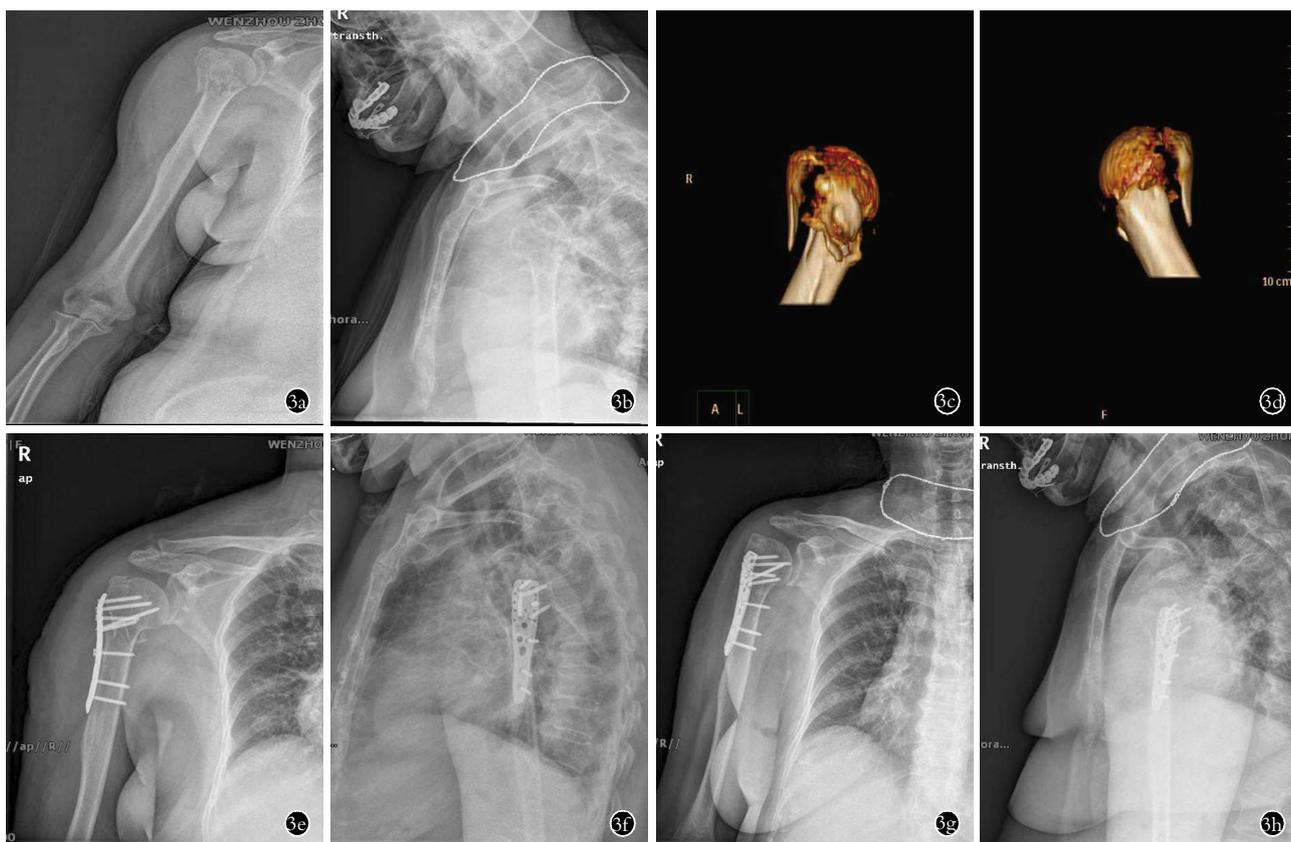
患者,女,72 岁,右肱骨近端骨折,Neer 分型 3 部分骨折,采用手术内固定法 3a,3b。术前正侧位 X 线片示右肱骨近端骨折,Neer 分型 3 部分骨折 3c,3d。术前三维 CT 示右肱骨近端骨折,Neer 分型 3 部分骨折 3e,3f。术后 3 d 正侧位 X 线片示锁定钢板内固定良好,骨折对位良好 3g,3h。术后 3 个月正侧位 X 线示骨折愈合 3i,3j。
